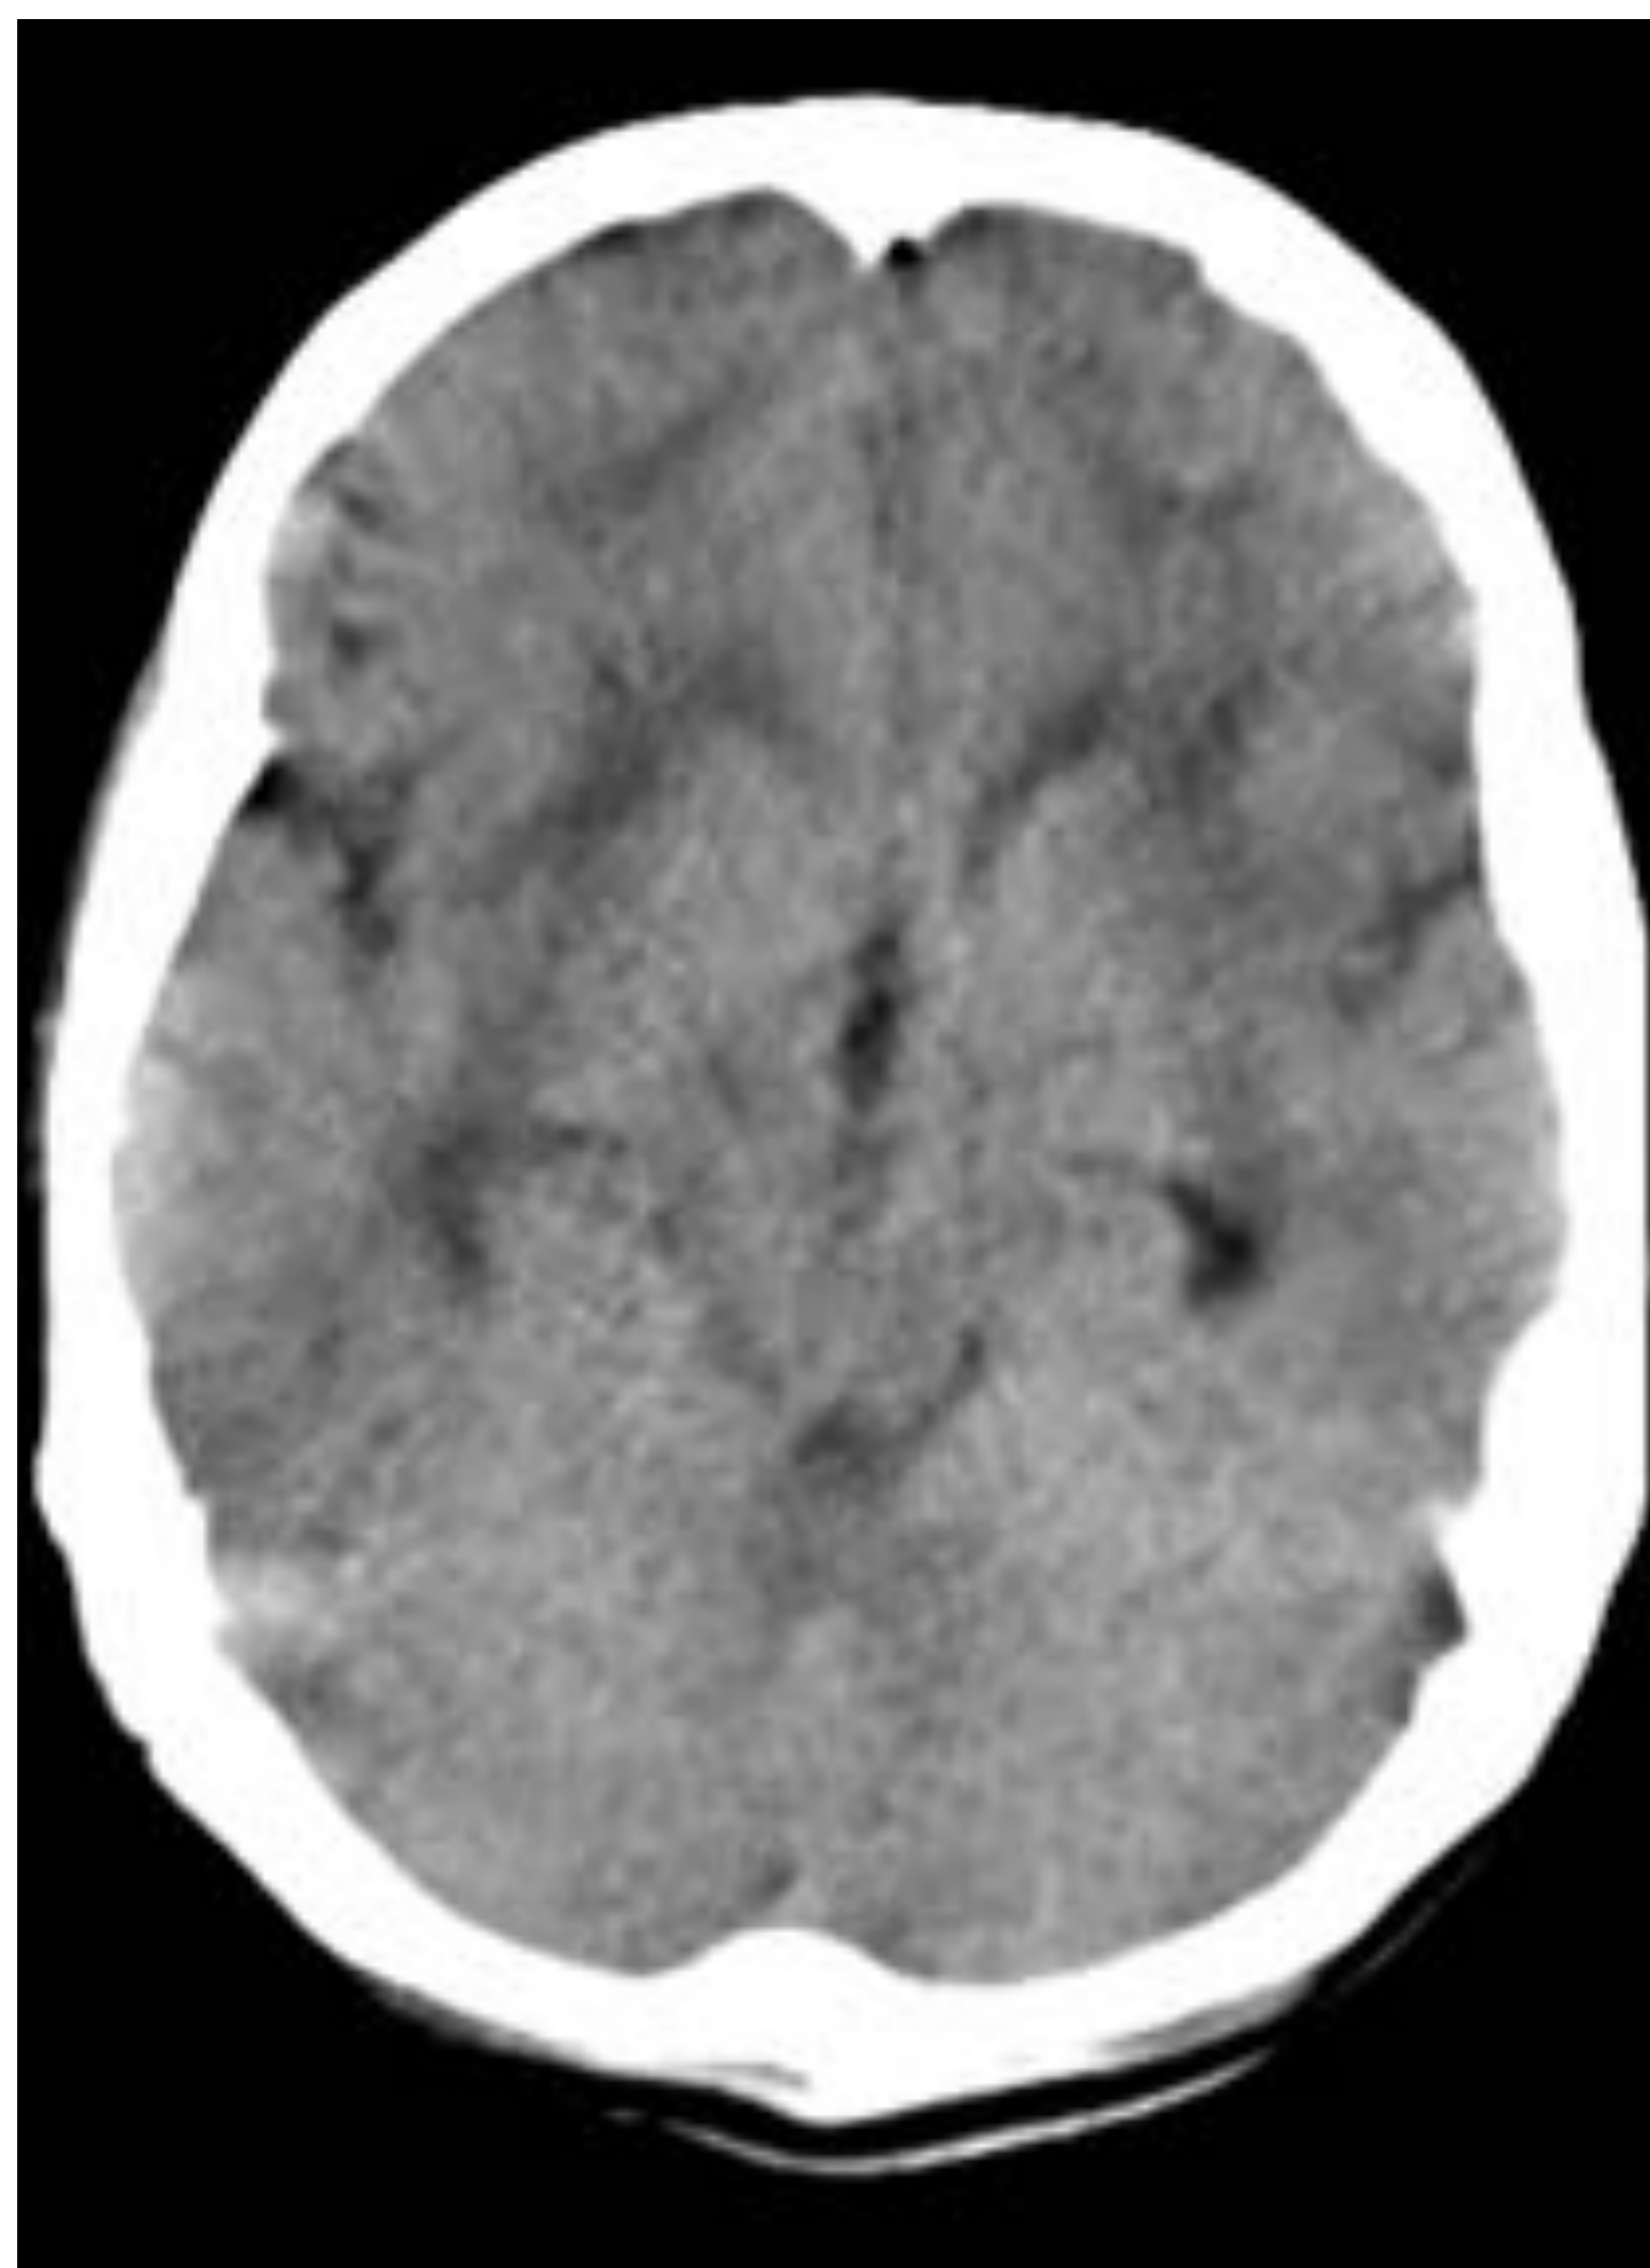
Varón de 27 años con alteración del nivel de consciencia. En TC hipodensidad selectiva de los núcleos lenticulares (flechas amarillas) de forma bilateral. Se confirmó posteriormente intoxicación por metanol.
